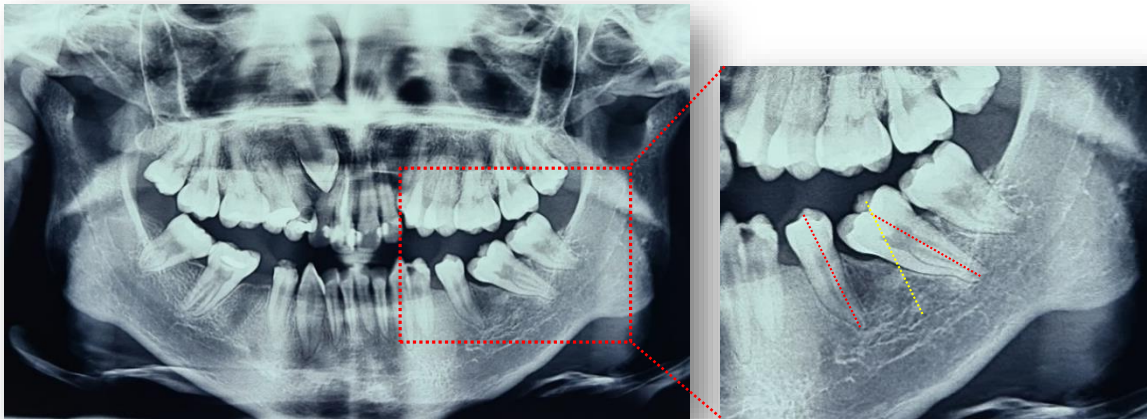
Radiografía panorámica con aumento (x) donde podemos ver a nivel del segundo molar inferior izquierdo con mesioinclinación, inclinación sobre su eje mayor y reemplazando al primer molar inferior izquierdo.
